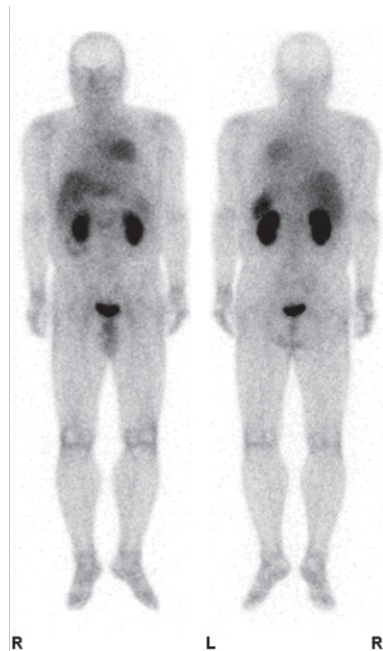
Planar anterior and posterior scintigrams of ^{111}In -octreotide obtained before peptide receptor radionuclide therapy show high and specific accumulations in the mediastinal mass, whereas no remarkable abnormal accumulations can be seen in the bony metastatic lesions or the left supraclavicular lymphadenopathies.
